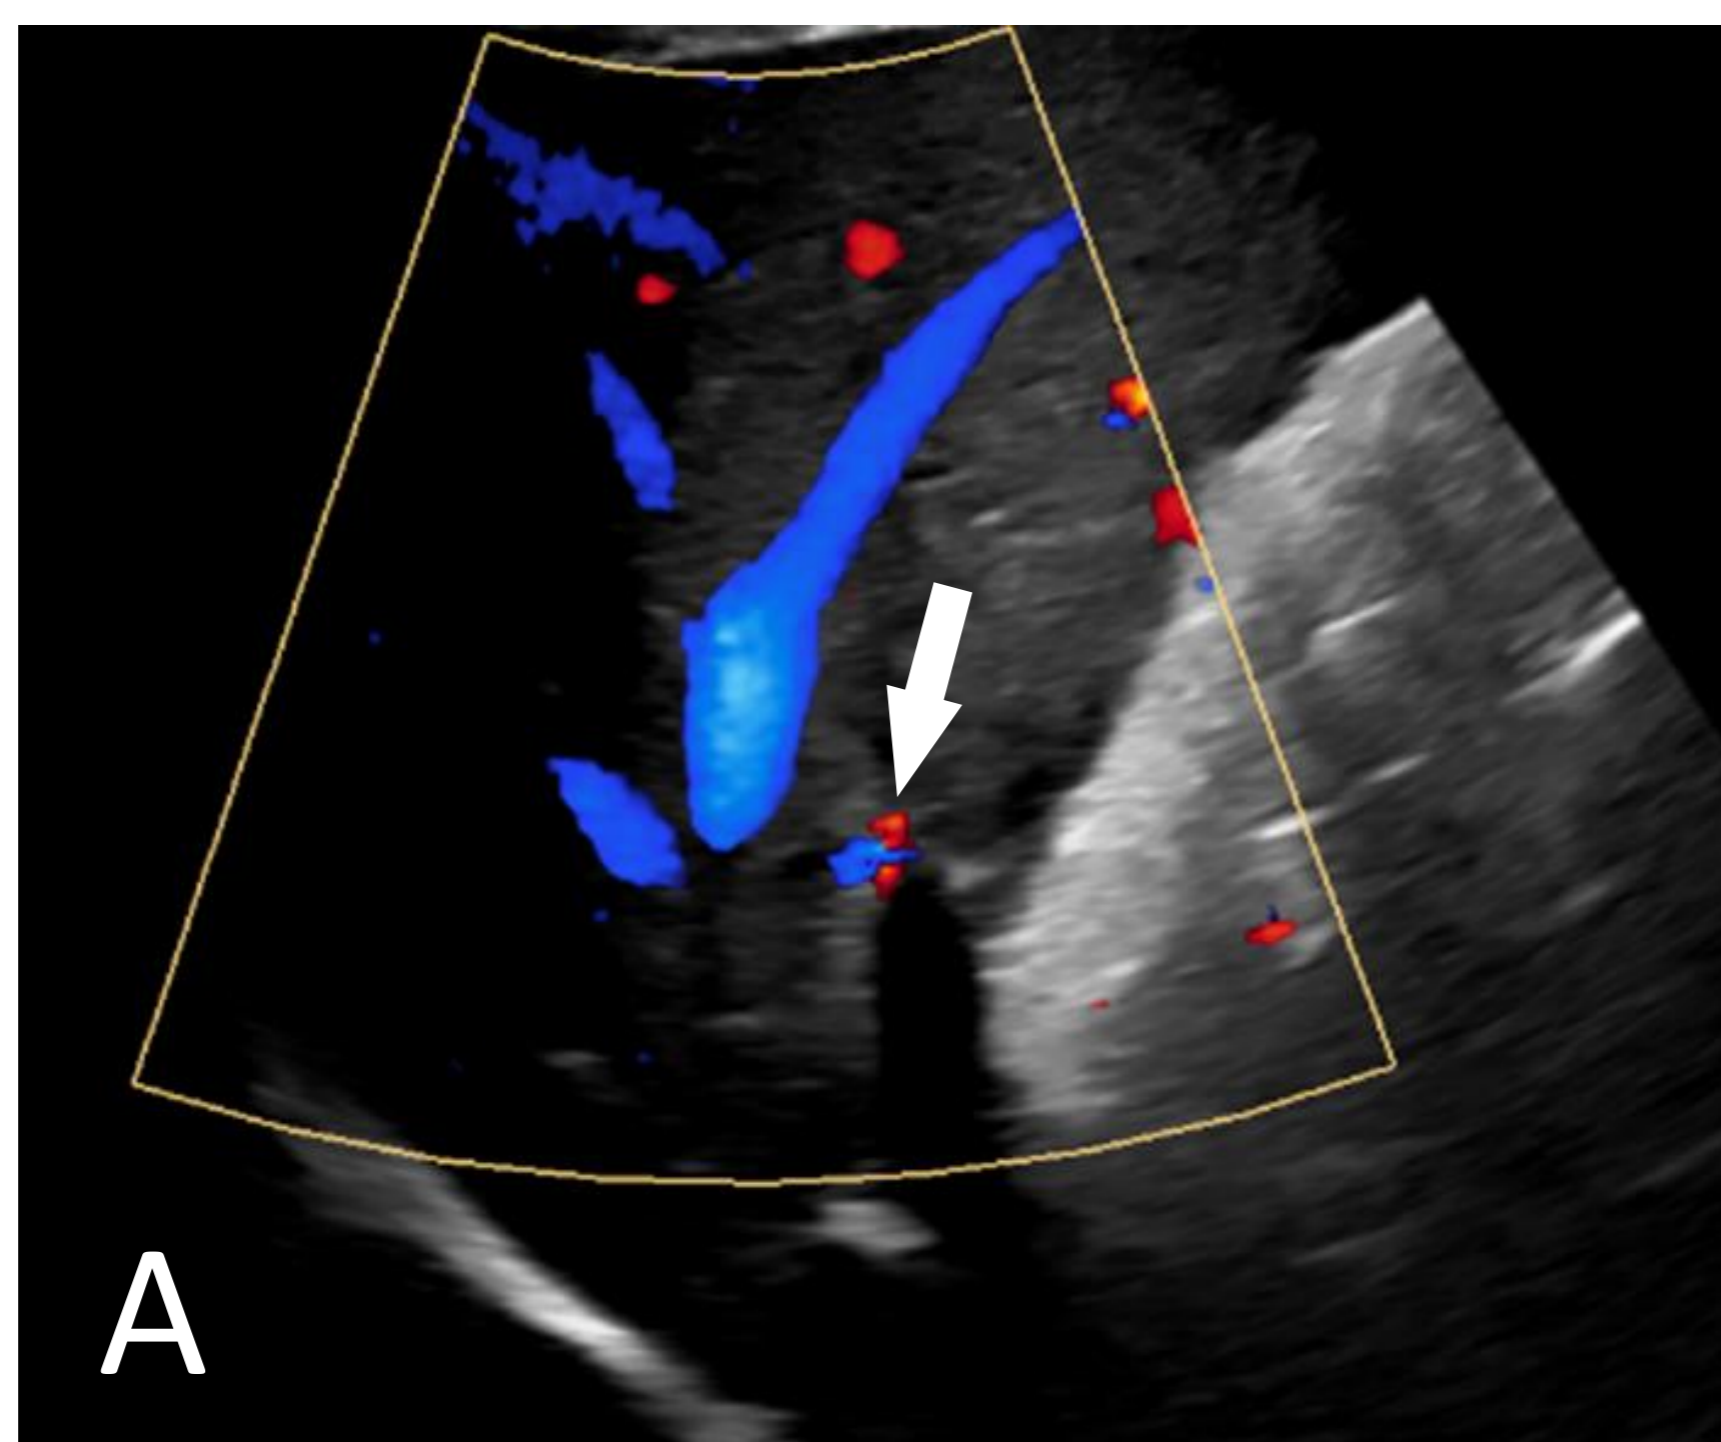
Trombosis portal en ecografía (A, ausencia de flujo Doppler en vena porta) y en reconstrucción coronal de TC con contraste IV (B, defecto de repleción hipodenso en vena porta principal)
